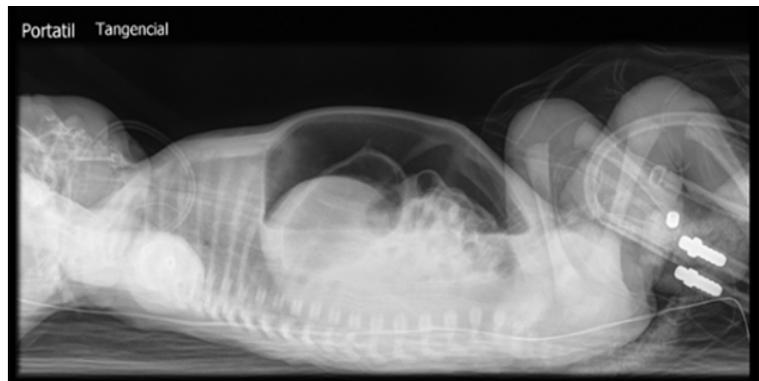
Radiografía abdominal en cuarto día postoperatorio, neumoperitoneo marcado.
